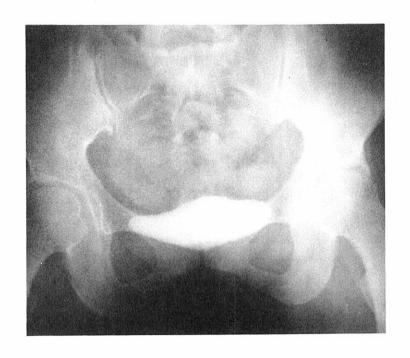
Roentgenograms showing accentuation of diverticula during micturition (Case 2).
